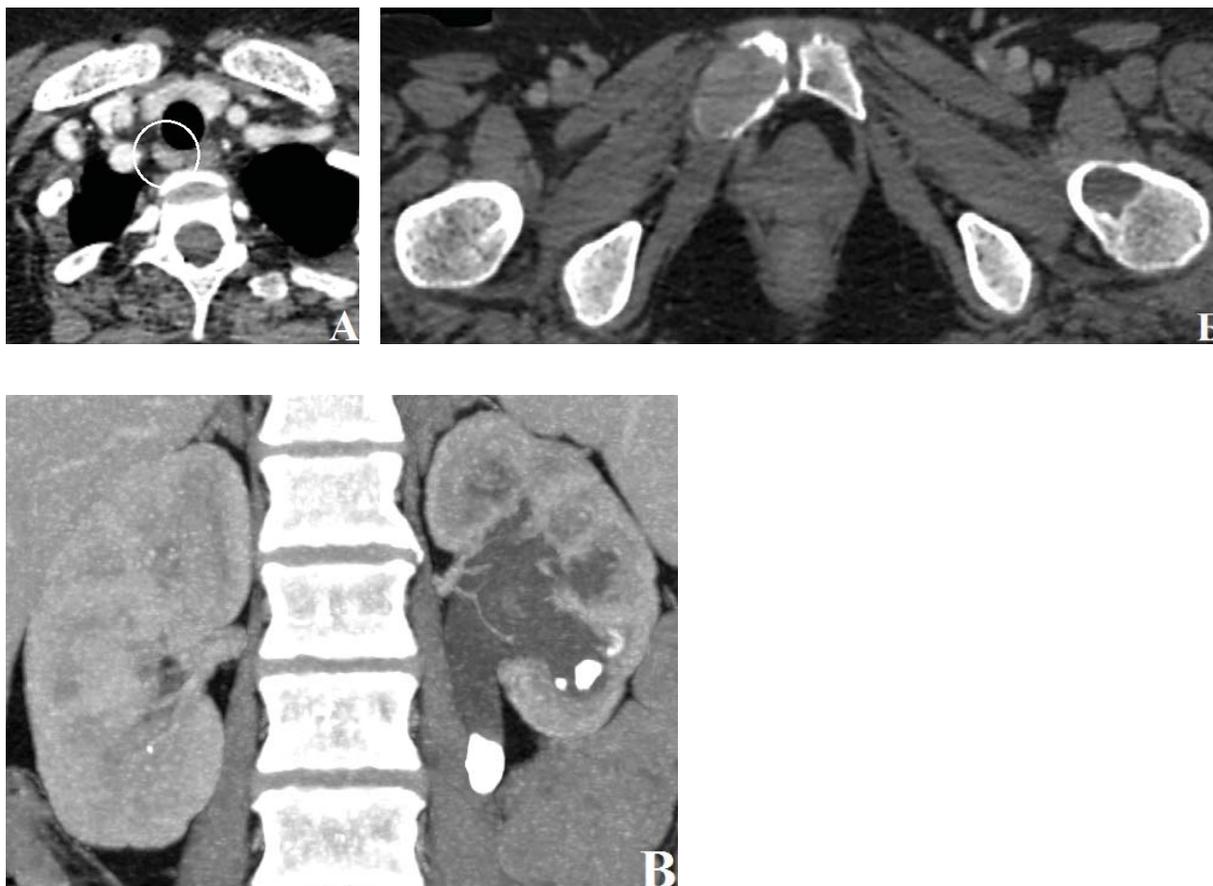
Компьютерная томография, пациент Г. А – аденома паращитовидной железы в трахеоэзофагеальной борозде справа. Б – литические очаги в правой локтевой кости, левой бедренной кости. В – конкременты в почках, в левом мочеточнике.
